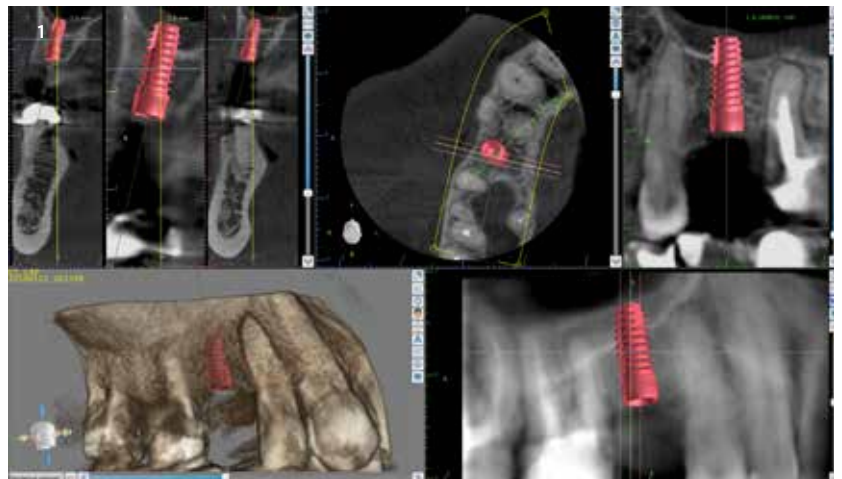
Molti software di visualizzazione CBCT permettono di "simulare" l'inserimento implantare al fine di ottimizzare i volumi ossei e di rispettare le strutture nobili.
